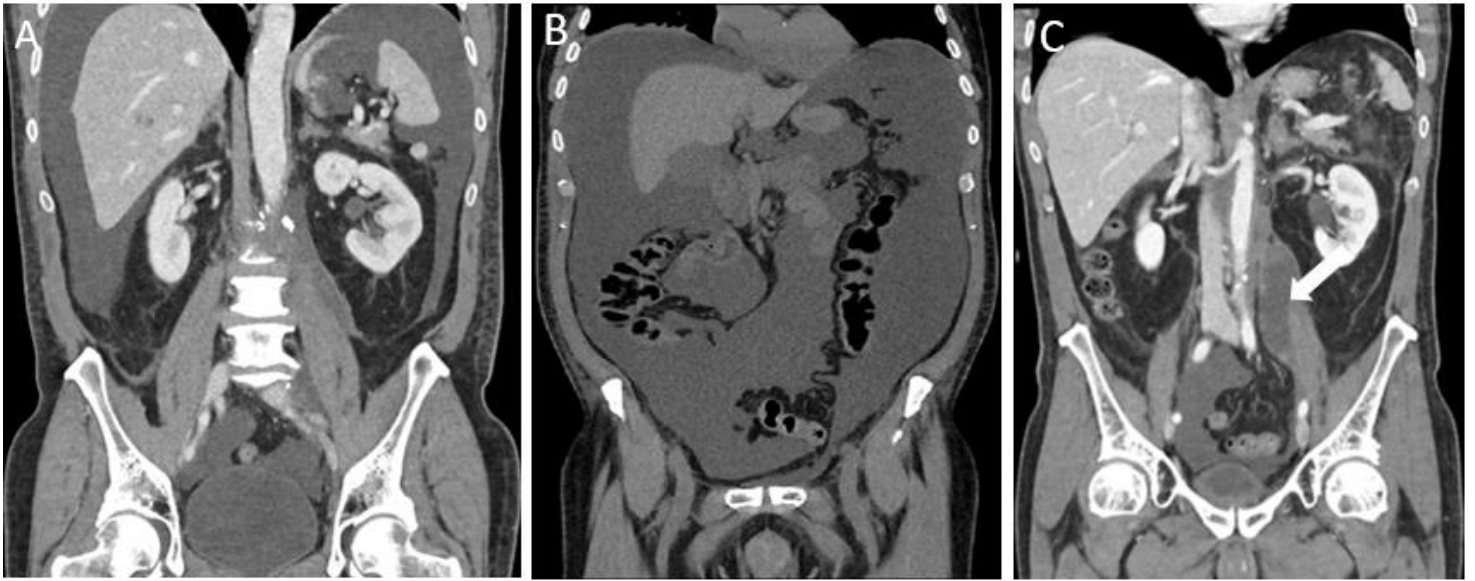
A) TC abdominopélvico con contraste, corte coronal, en el que se aprecia abundante líquido libre intraperitoneal de baja densidad, con áreas de atenuación grasa, sugerente de ascitis quilosa. B) TC abdominal sin contraste, corte coronal, en comparación con estudio realizado una semana antes (A), con claro aumento de la cantidad de líquido ascítico. C) TC abdominal con contraste, corte coronal. Se aprecia una disminución importante del líquido ascítico tras colocación del drenaje y colección adyacente al psoas izquierdo y paraaórtica (flecha).
